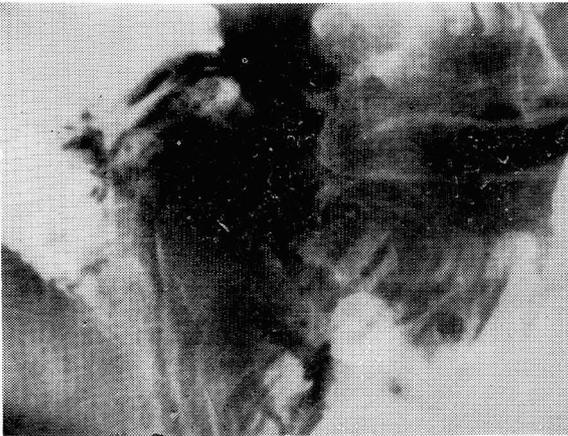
Small bowel X-ray taken at the end of Upper GI study showing a long tapering ribbon-like radiolucency measuring, 8×1cm, in ileum. There is typical mid-segment ampullation, and the width of the shadow rules out an ascaris.
